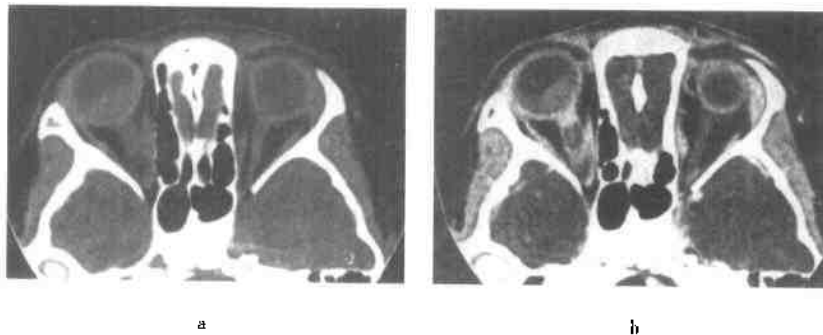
视网膜母细胞瘤沿视神经蔓延，横断面 CT
